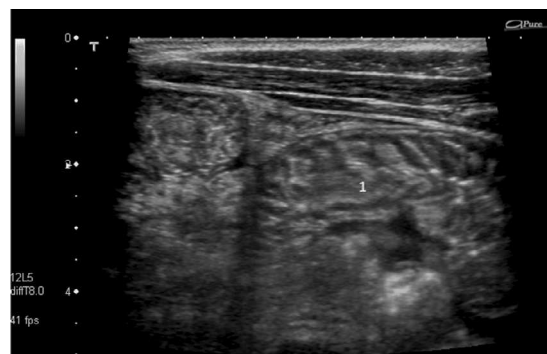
Ecografía al mismo nivel que en la figura 1, 2 h después del tratamiento. Muestra resolución completa del edema en la submucosa (1).
